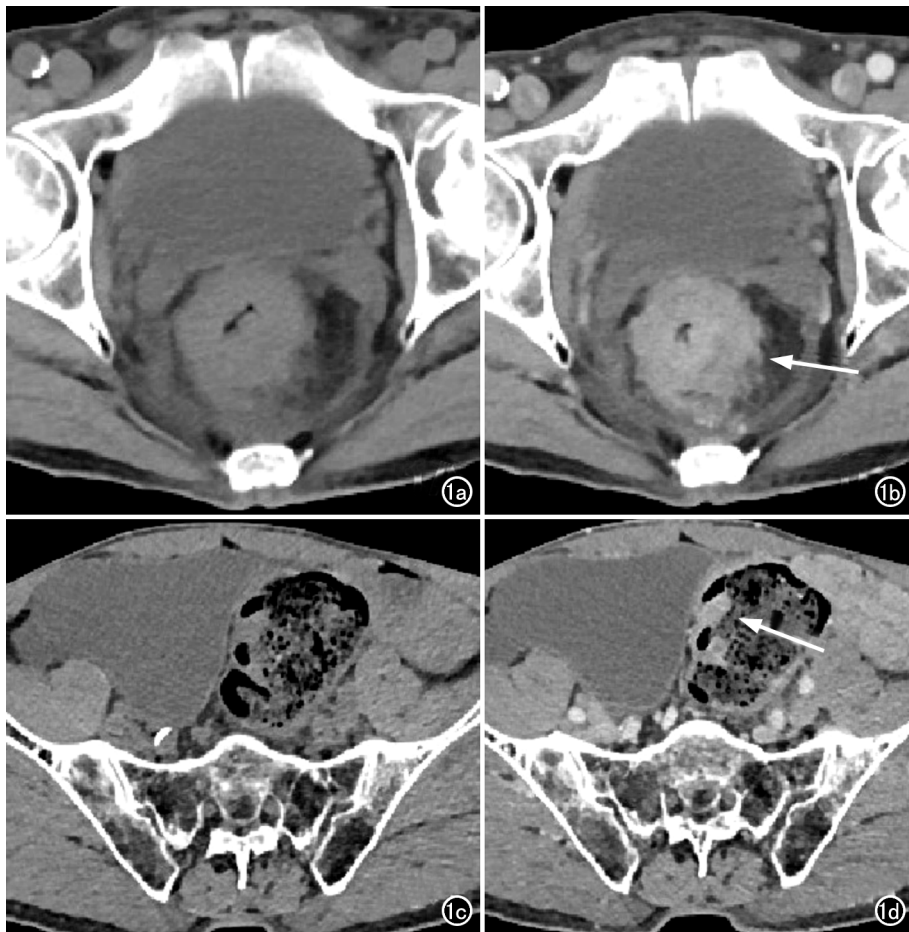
结直肠同时性多原发癌患者,男,66 岁,有吸烟饮酒史,大便次数增多伴腹痛便血 1 月余。肿瘤 1(图 a、b)为中分化溃疡型腺癌,侵犯浆膜层,伴淋巴结转移,微血管及神经侵犯;肿瘤 2(图 c、d)为高分化绒毛状腺癌恶变,侵犯黏膜层,无微血管及神经侵犯,漏诊原因为肿瘤体积较小,与结肠皱襞类似,且肠腔内存在大量内容物。a)横轴面 CT 平扫示直肠管壁明显增厚、管腔狭窄,周围脂肪间隙模糊;b)横轴面 CT 增强扫描示增厚直肠壁呈均匀性明显强化(箭);c)横轴面 CT 平扫示乙状结肠局部结节样凸起,长径约 1.5cm,肠腔内大量内容物;d)横轴面 CT 增强扫描示乙状结肠结节均匀性强化(箭)。
